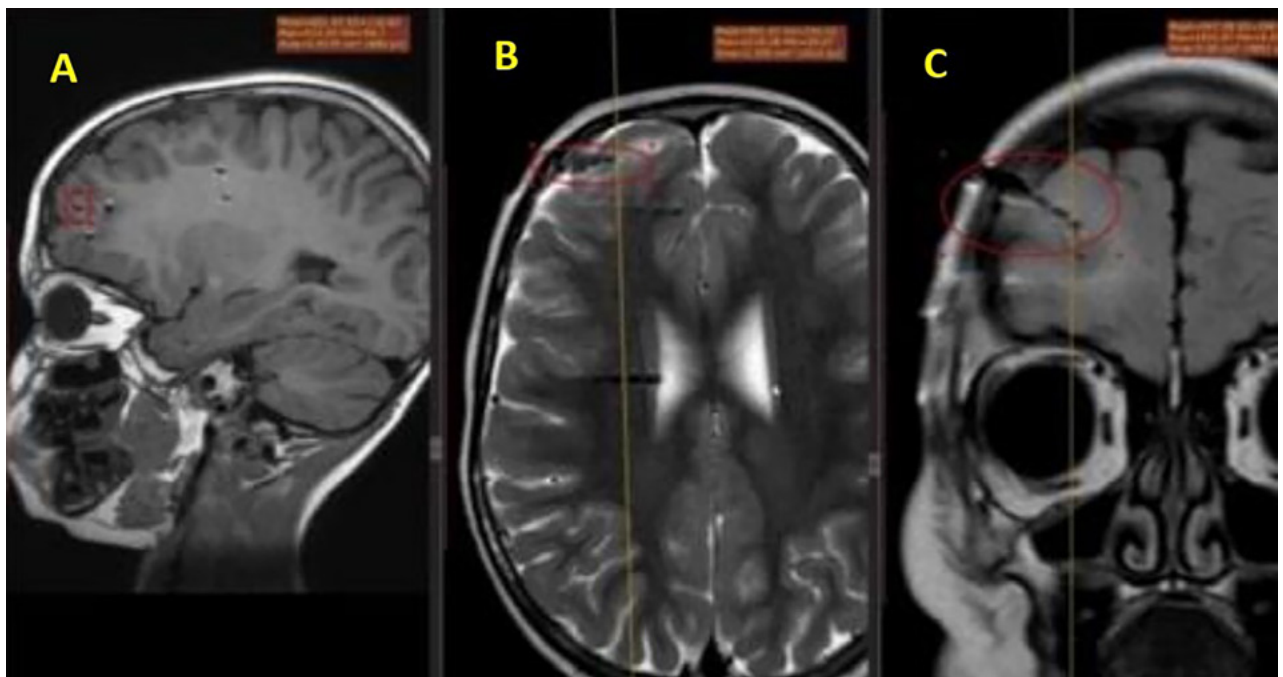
Ejemplo de los electrodos profundos instalados en una RM en cortes axiales (A), coronales (B) y sagitales (C).
